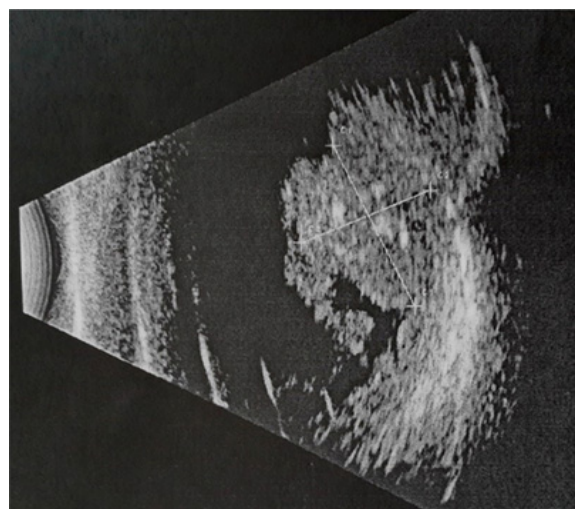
Échographie oculaire montrant une masse tissulaire hyperéchogène avec des calcifications au centre
